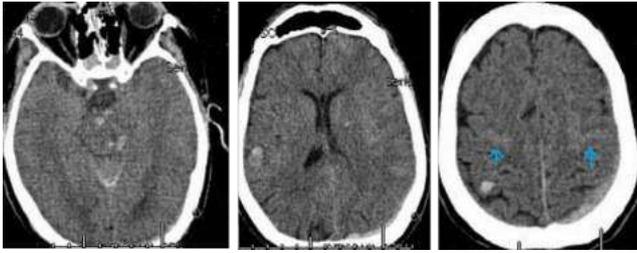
A, B, C. Cortes axiais de TC de crânio evidenciando LAD. Note as pequenas áreas hiperatenuantes, geradas pela hemorragia secundária ao trauma. São mais frequentes na transição cortico-subcortical, no tronco encefálico e no corpo caloso. A. presentes no tronco encefálico e nas seguintes na transição cortico-subcortical. C. apresentada pelas setas azuis, há ainda hemorragia subaracnoidea traumática.
